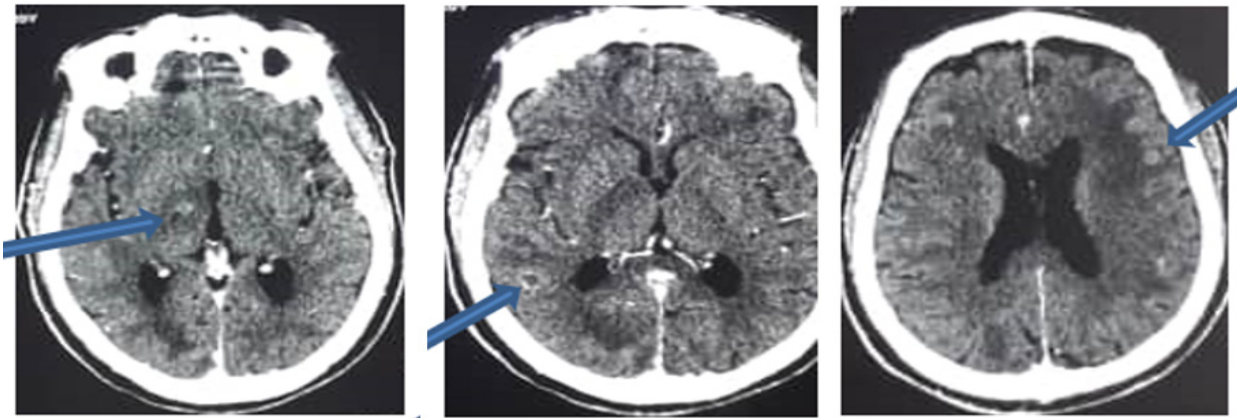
A CT scan of the brain with injection of axial cross-sectional contrast medium shows multiple hypodensities taking contrast at the level of the right lenticular nucleus, right parieto-occipital, left fronto-parietal associated with hypodensity in the left fronto-parietal finger
